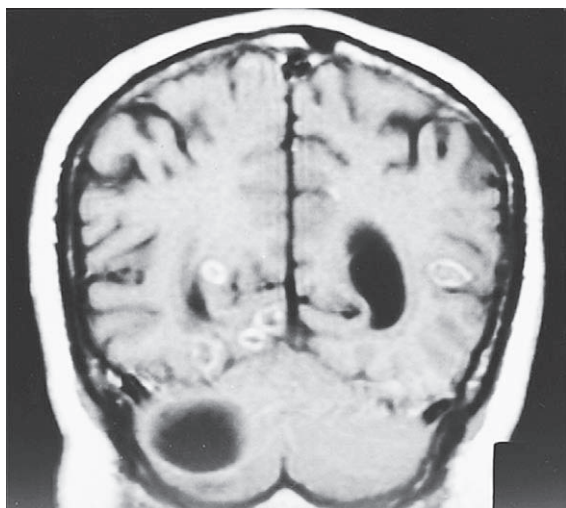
Cisticercosis en una MRI. Se observan múltiples quistes pequeños intensificados y un gran quiste cerebeloso en un varón cuya enfermedad de presentación fue resultado de hidrocefalia obstructiva. Los quistes están en etapa temprana de degeneración y aún no se calcifican.
